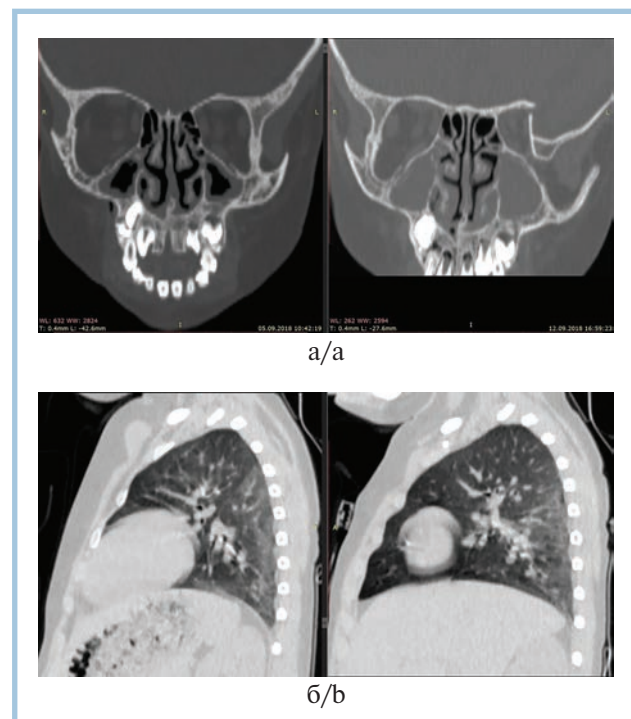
Рентгенологическое обследование пациента.
